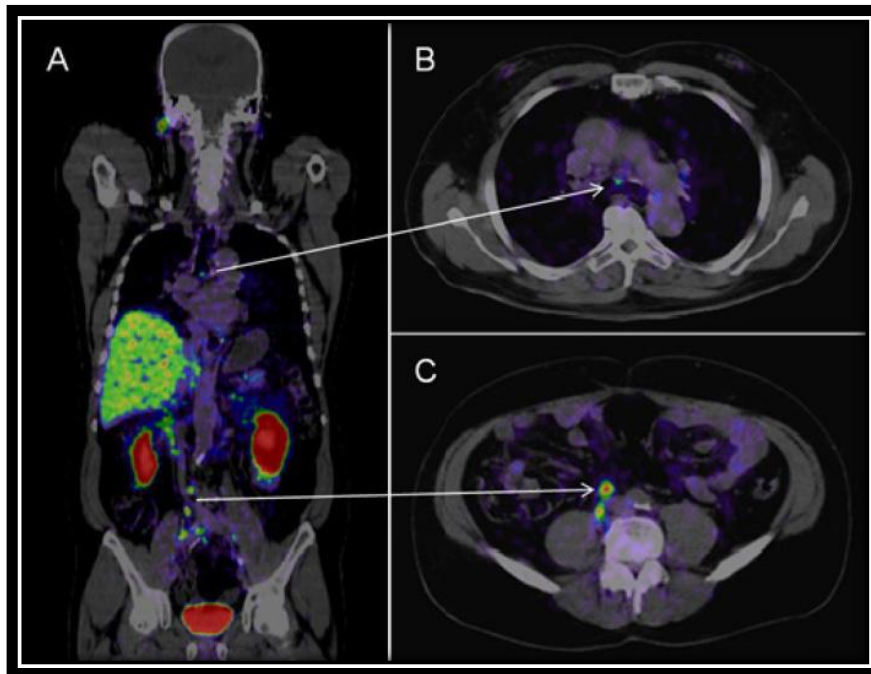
Fuente: Instituto Nacional del Cáncer. “Se detecta con precisión la diseminación del cáncer de próstata mediante la TEP-TC del PSMA. 2020.
